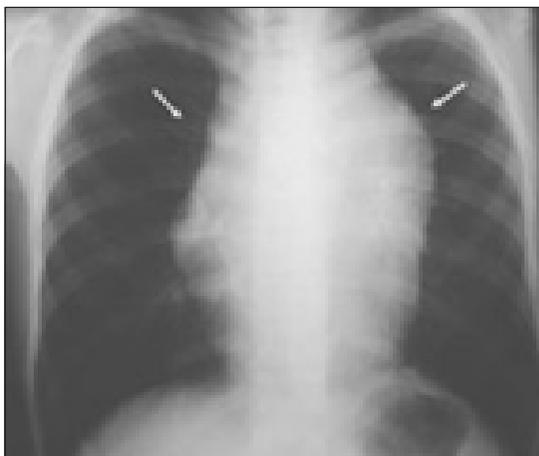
Radiografía de tórax en proyección anteroposterior.
